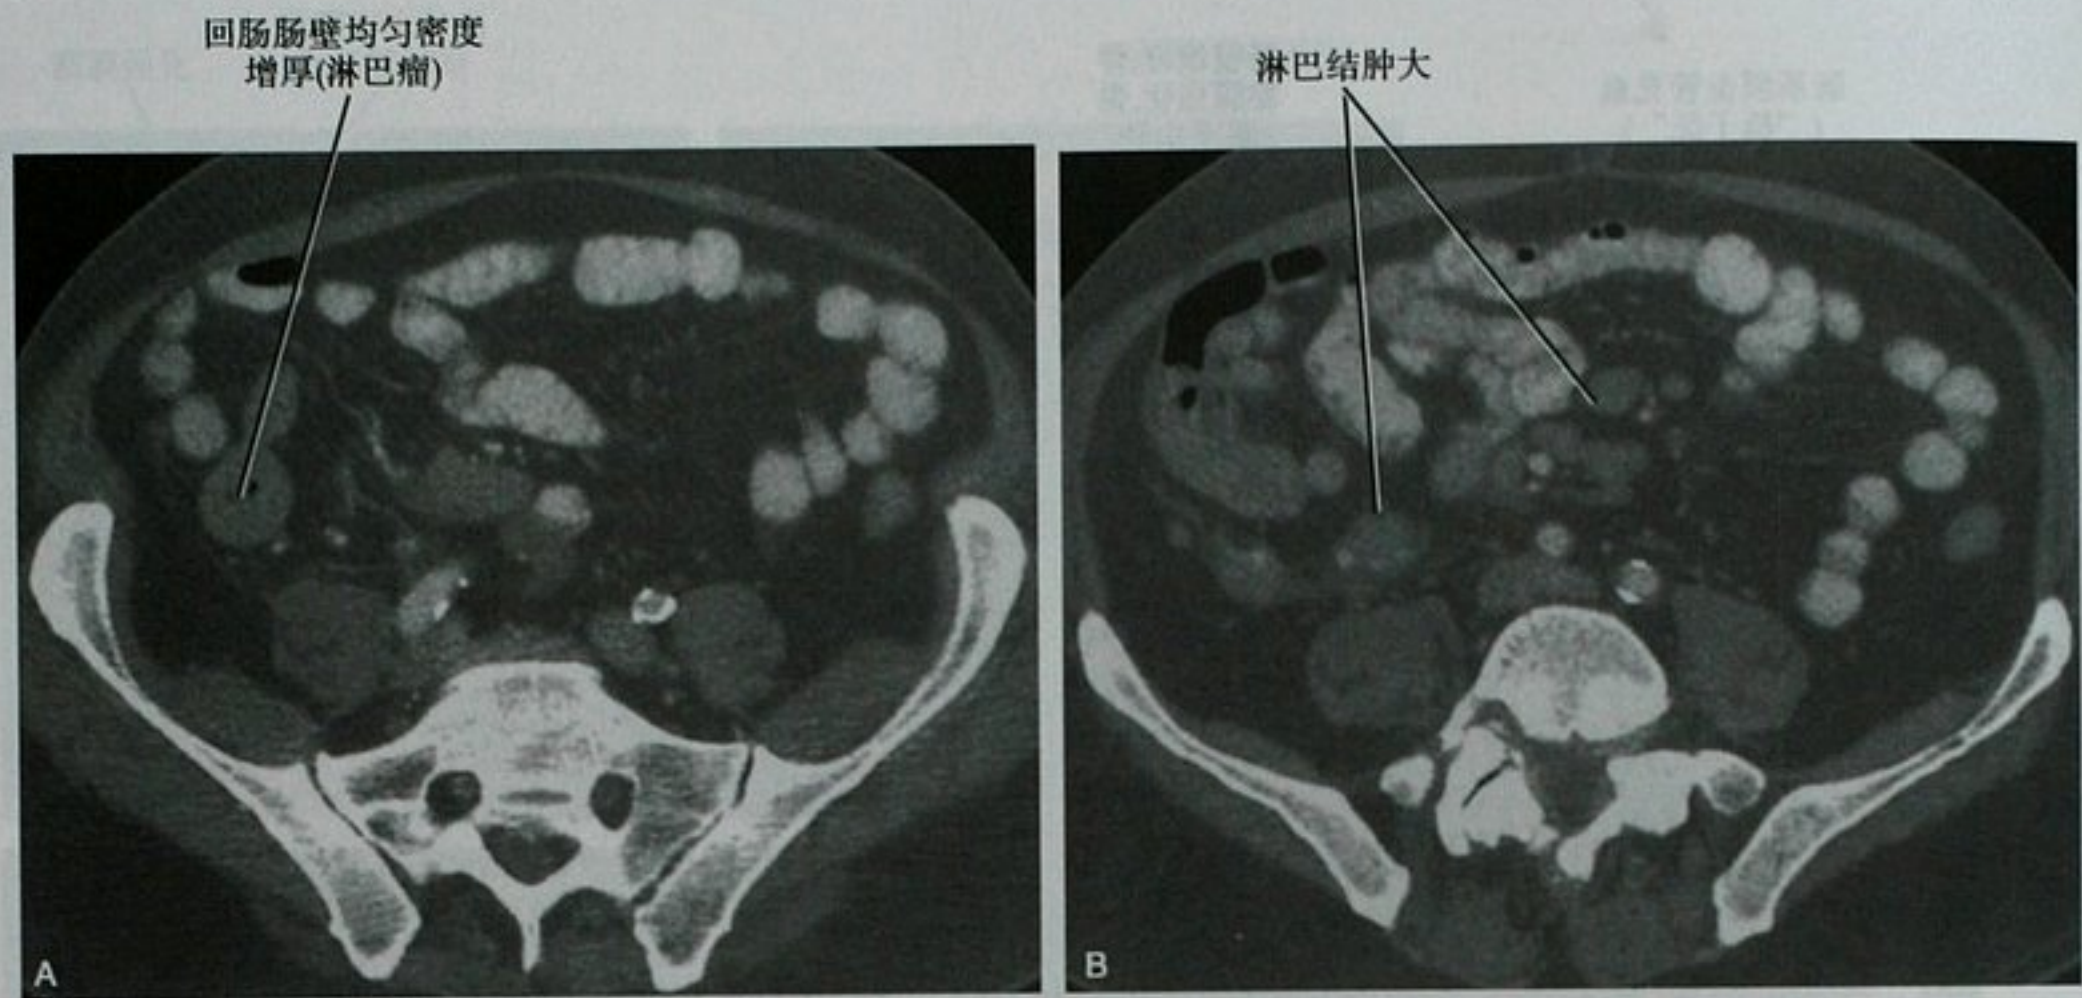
小肠淋巴瘤患者 CT 增强扫描。A. 盆腔 CT 扫描显示肠壁均匀密度增厚;B. 更下层面图像显示肠系膜淋巴结肿大
